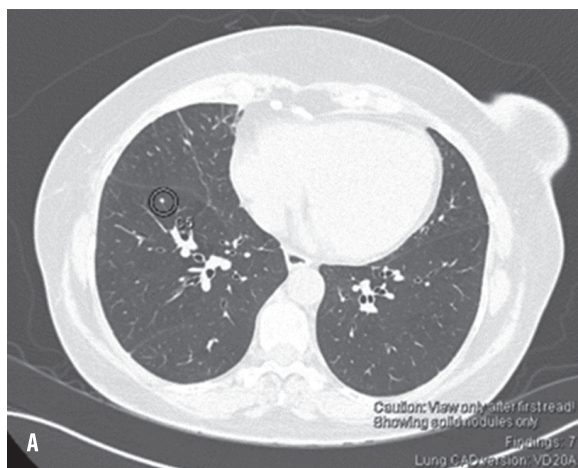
A, B: CT a toracelui a arătat multiple nodulare mici în parenchimul pulmonar.
